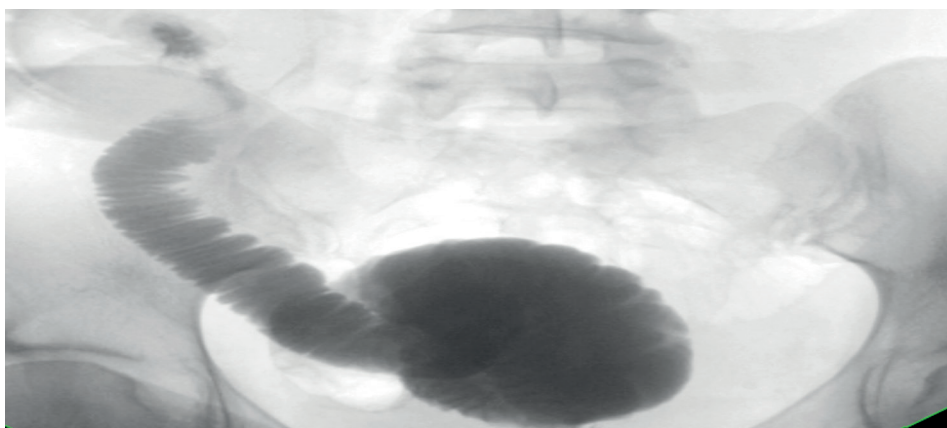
Radiografía simple con contraste (color negro) donde se muestra un reservorio ileoanal en J.
